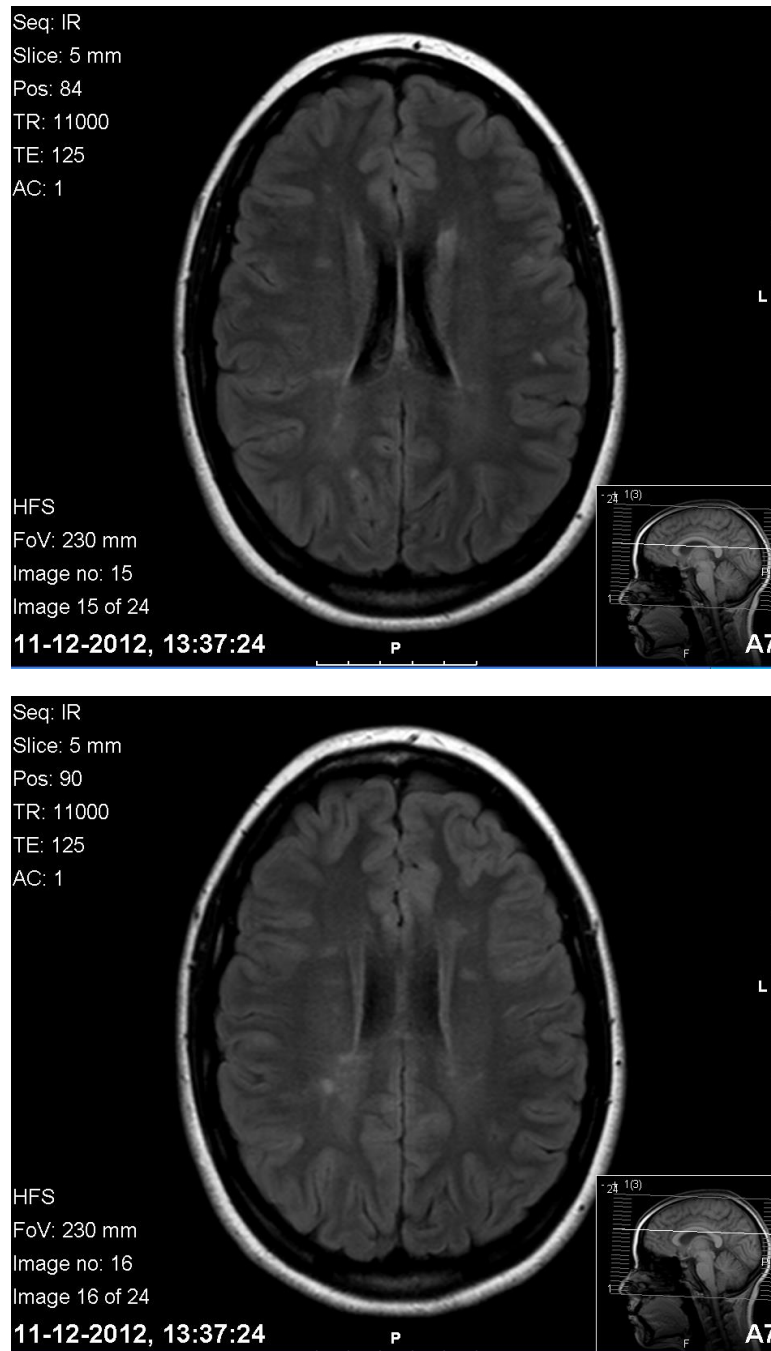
RM-CE realizada em Dezembro de 2012
